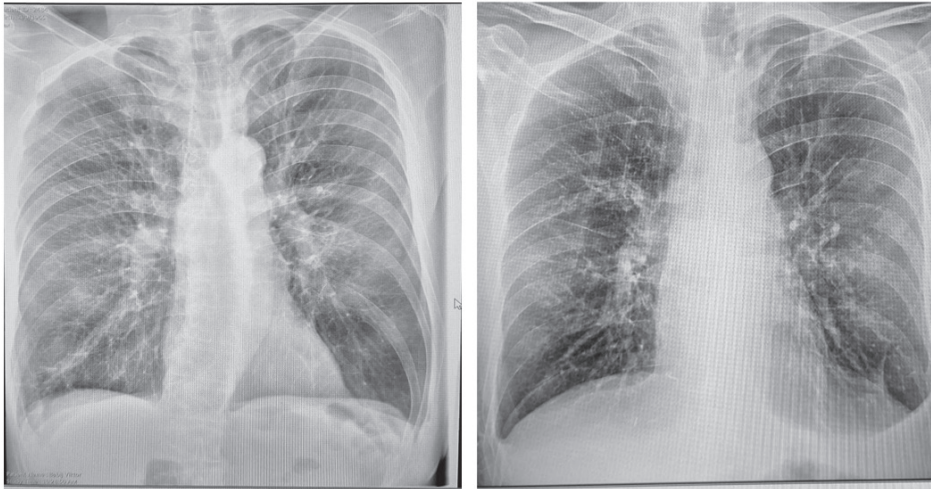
Рентгенографія легеневої тканини до та після проведеного оперативного втручання
